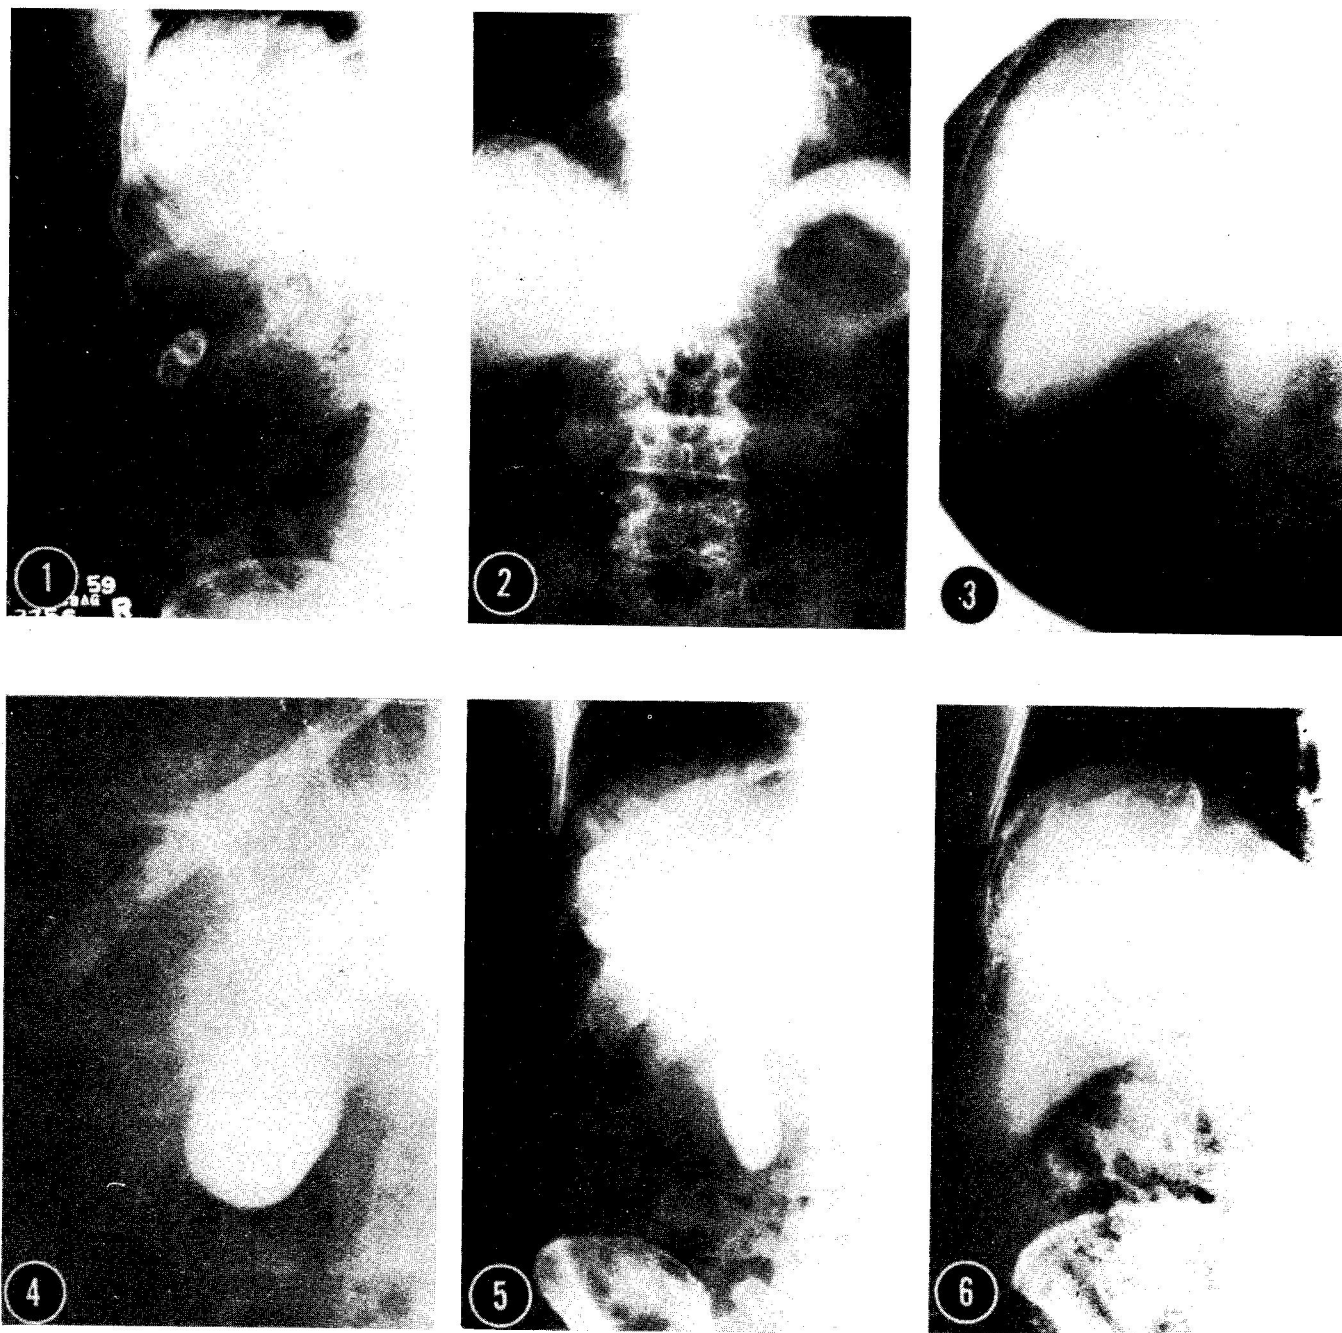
Radiografías de los casos 1 a 6. Caso 1, que muestra las dos estructuras redondeadas, calcificadas, ubicadas en la parte superior del lóbulo derecho del hígado o en el espacio subfrénico. También se observan dos cálculos. Caso 2, - que muestra una estructura quística calcificada, localizada en la parte superior del hígado. Caso 3, que muestra una densidad quística calcificada, sin relación con la vesícula biliar. Caso 4, que muestra una estructura redondeada calcificada de contornos netos y con una porción central clara, localizada en la parte media del lóbulo derecho del hígado. Caso 5, que muestra una masa ovalada, de contornos indefinidos, formada por una serie de calcificaciones gruesas, irregulares, y de diferentes densidades radiológicas. Caso 6, que muestra una calcificación redondeada e incompleta en la porción superior del hígado.
